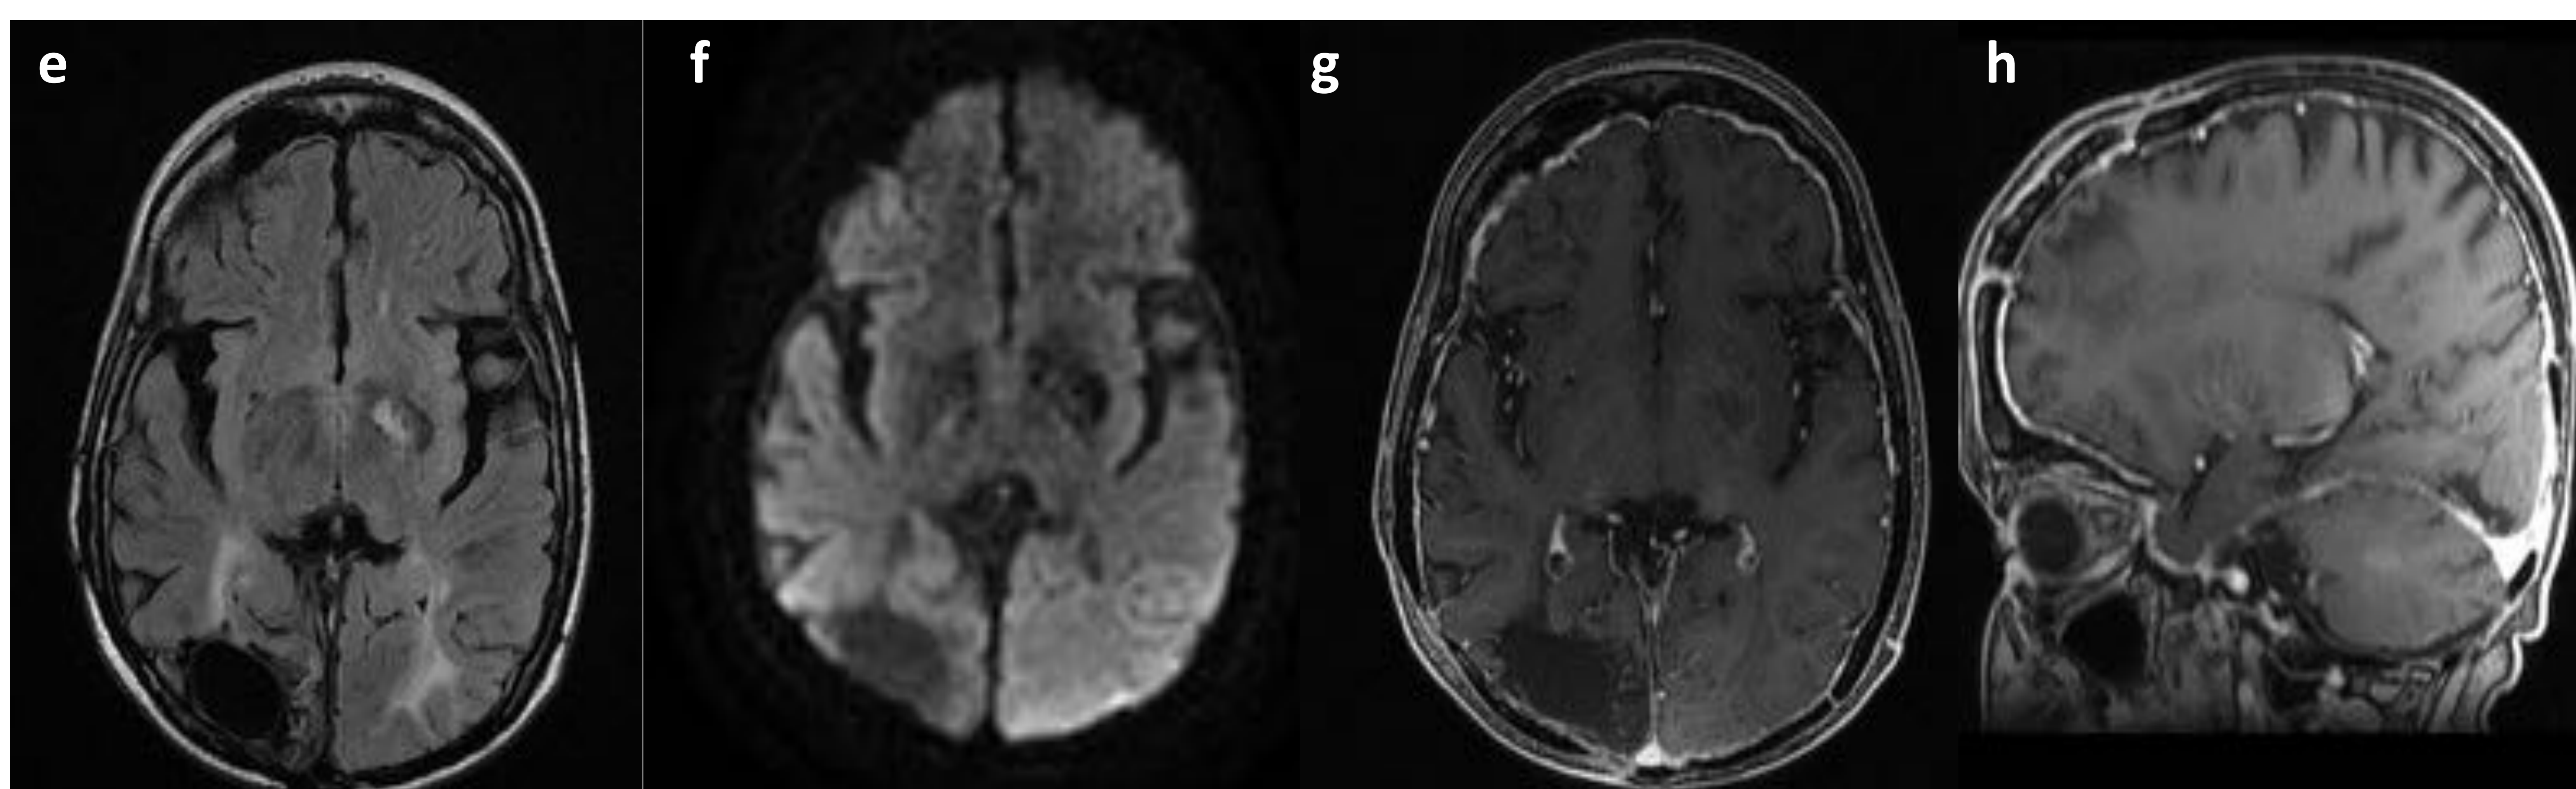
Paciente 4: RM de control al año. e) FLAIR, f) DWI, g) y h) T1 con contraste en el plano axial y sagital, respectivamente. Resolución del patrón giral en la corteza parieto-occipital izquierda, en el contexto de síndrome SMART.
